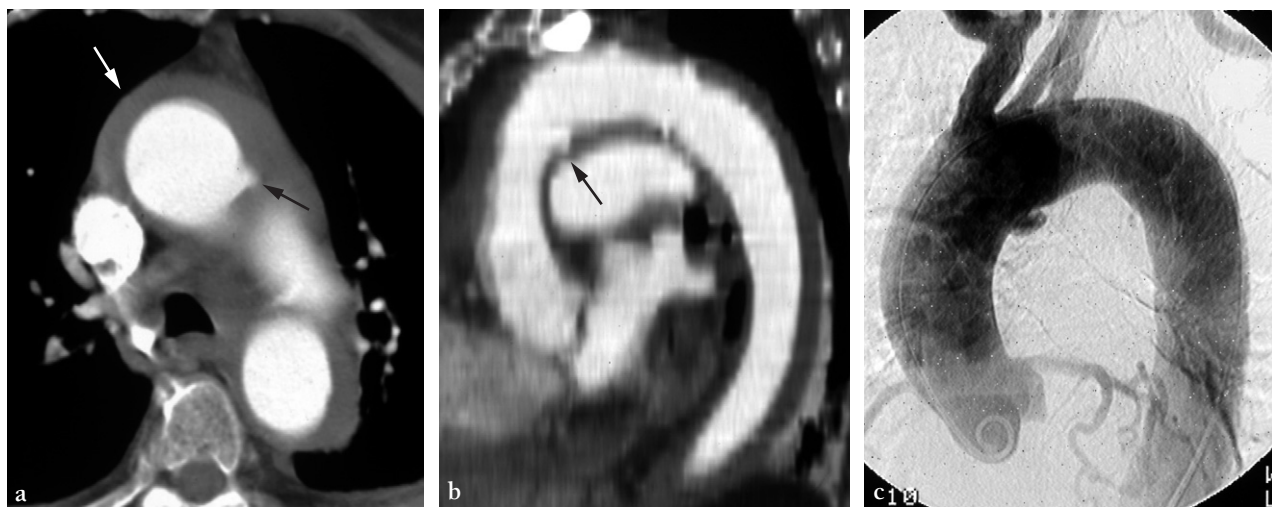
Ulcère pénétrant de l'aorte horizontale. a. Coupe TDM axiale montrant un hématome circonférentiel pan-aortique (flèche blanche) avec une ulcération intinale de l'aorte horizontale (flèche noire). b. L'image en MRP montre l'ulcération intinale sur le bord inférieur de l'aorte horizontale (flèche noire) et l'étendue de l'hématome. c. La gerbe aortique retrouve l'ulcération aortique, sans visualisation de l'hématome.
